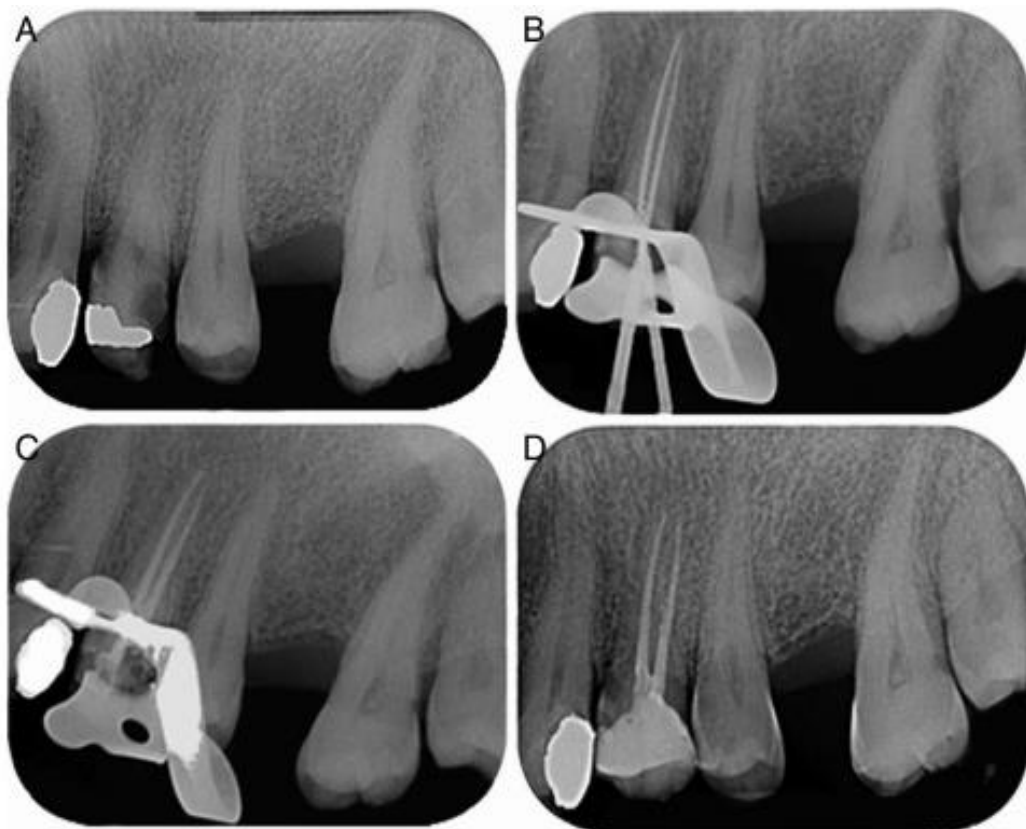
Terapia de con RT. (A) Radiografía Inicial. (B) Radiografía con LT inicial. (C) Obturación final. (D) Seguimiento del paciente
